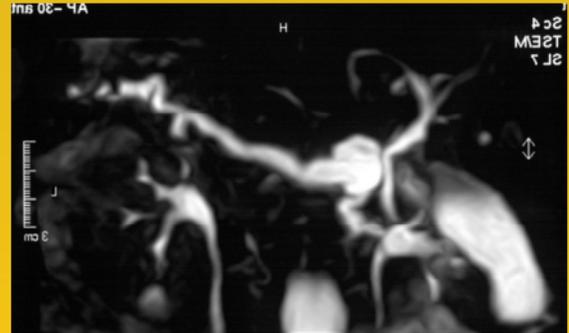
Darstellung des Pankreasgangsystems und des Gallengangsystem durch die MRT.
